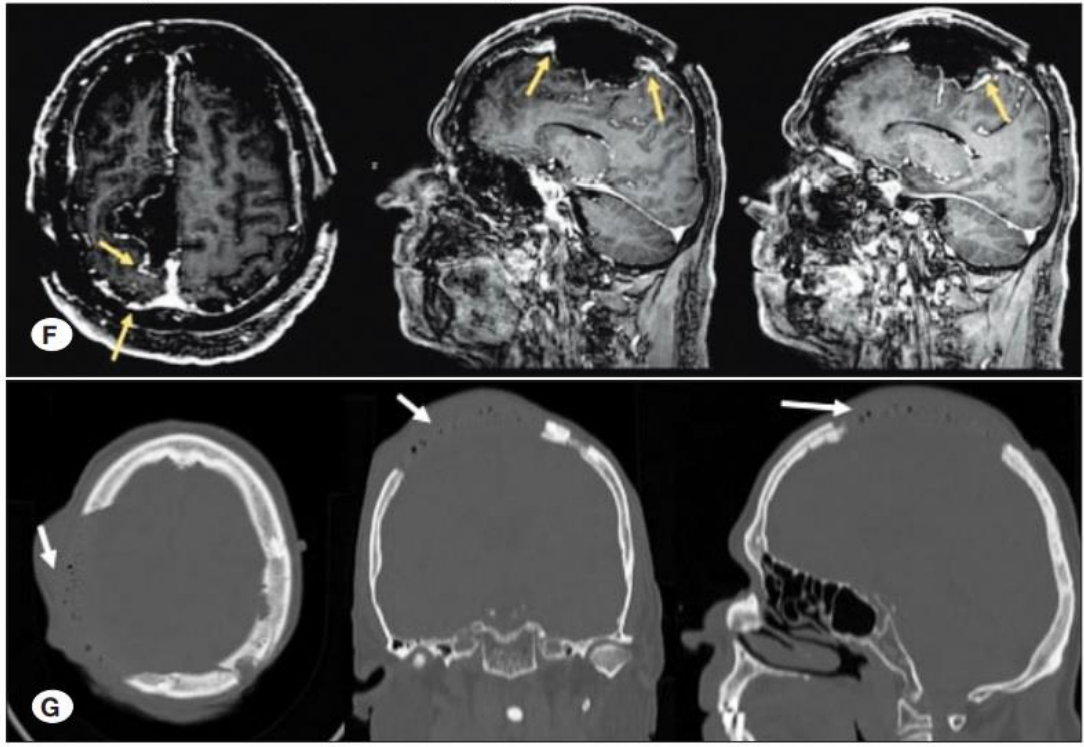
MRG ve MR venografi Görüntüleri
